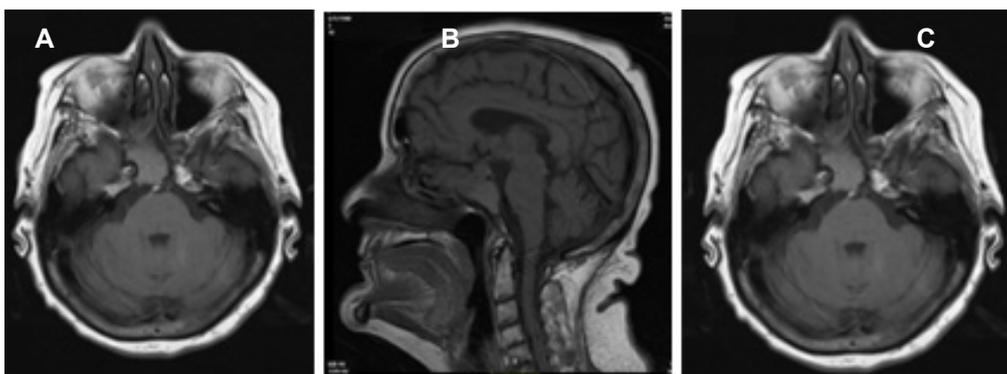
Resonancia magnética cerebral simple del caso. A. Corte axial en secuencia T1. B. Corte sagital en secuencia T1. C. Corte axial en secuencia T2. Imágenes propiedad de los autores tomadas de la paciente.
